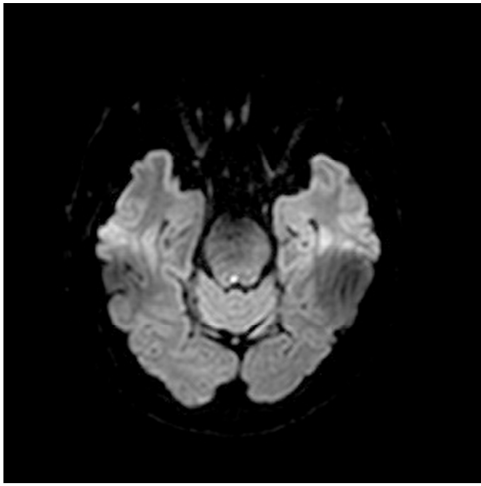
Brain magnetic resonance imaging (diffusion-weighted image, transverse view).
